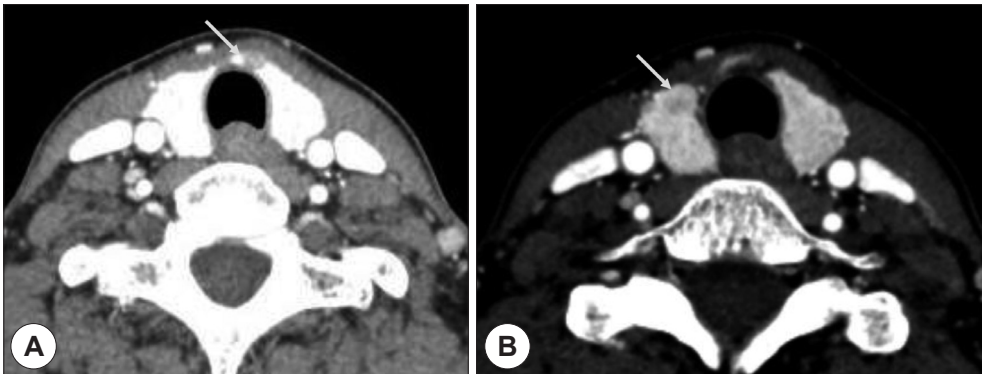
Axial contrast-enhanced computed tomography scan of neck. A : Ill defined hypodense nodule (arrow) at the Isthmus. B : Cystic and hypodense nodules (arrow) at the right lobe.
